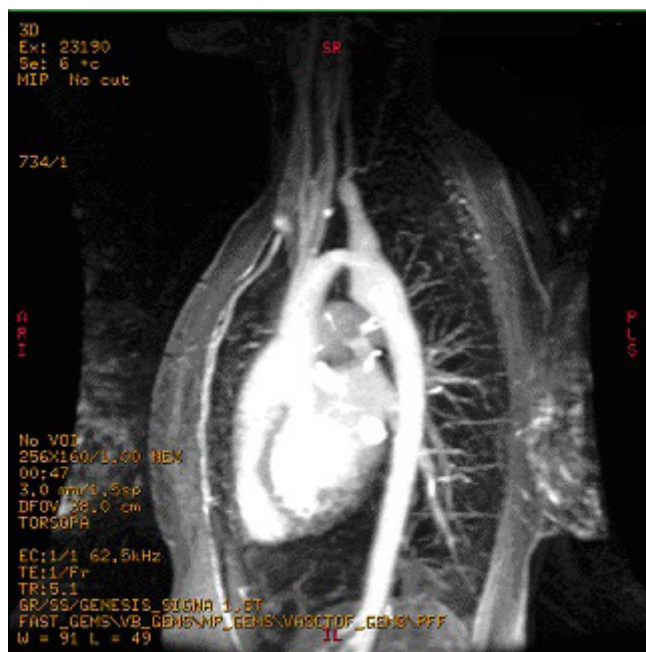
Ressonância nuclear magnética evidenciando arco aórtico hipoplásico e Coarctação da aorta pré-subclávia esquerda
